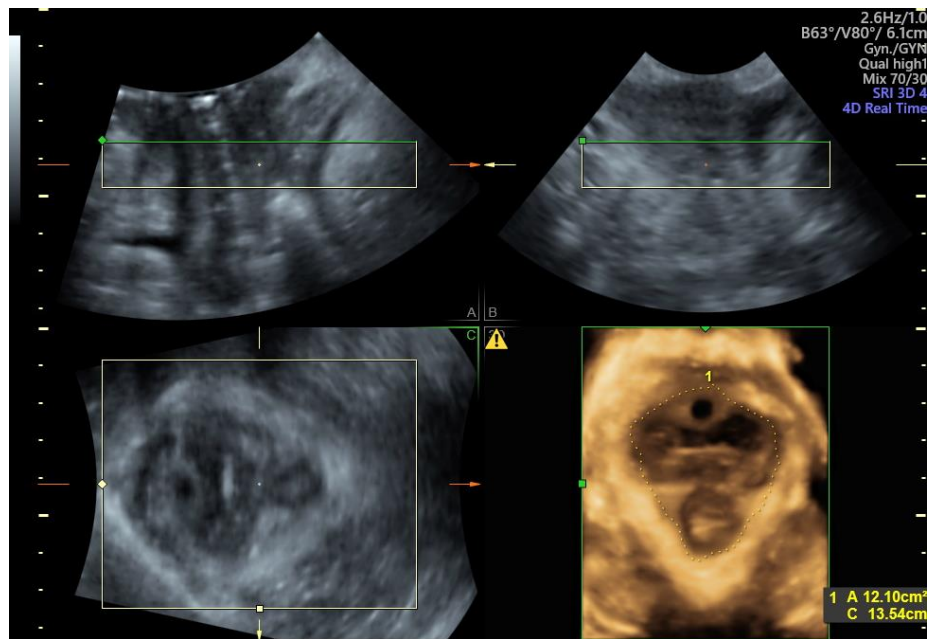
Darstellung von drei verschiedenen Ebenen und das 3-dimensionelle Bild des Beckenbodens sowie der Messung der Fläche des Hiatus urogenitalis mittels Perinealsonographie.
